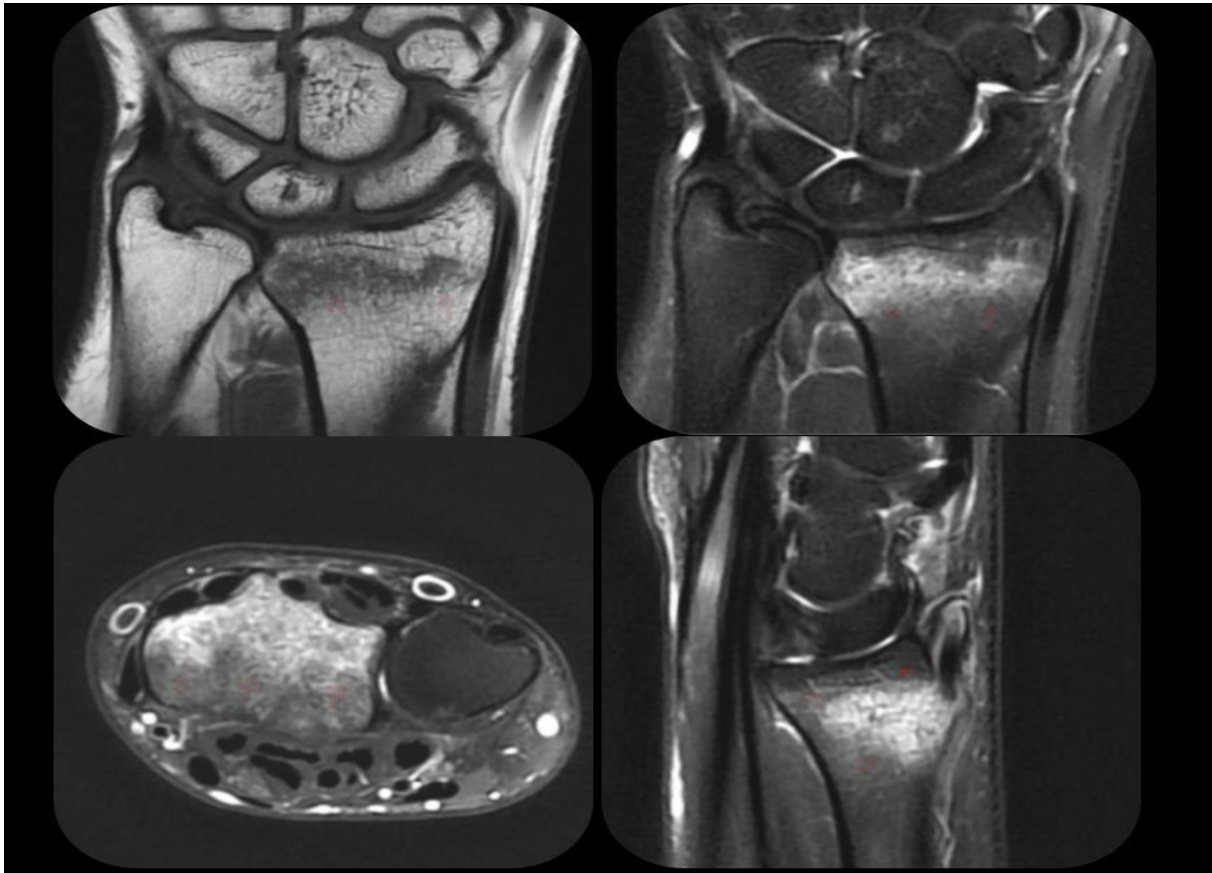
Fracture sus articulaire basse non déplacée du radius distal à l'IRM [79].
